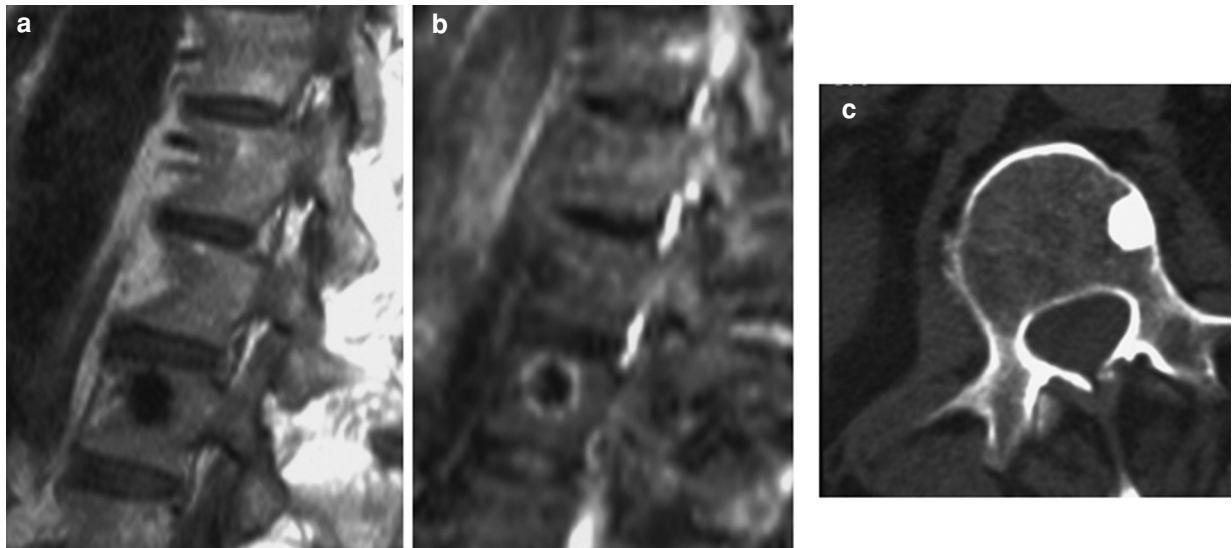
Enostose vertébrale atypique. (a) Coupe sagittale T1 et (b) densité avec annulation du signal de la graisse de la colonne lombaire d'un patient avec cancer du poumon. Visualisation d'une zone de signal très faible en pondération T1 présentant en STIR un centre de signal faible et une périphérie de signal modérément élevé. (c) Coupe tomодensitométrique démontrant un aspect compatible avec celui d'un îlot compact. La scintigraphie osseuse (non montrée) était normale. Absence d'évolution au suivi. Rarement, l'énostose vertébrale présente une périphérie en hypersignal relatif sur les séquences STIR. Cet aspect est généralement observé en cas de métastase condensante et doit être considéré comme rare dans le cas d'énostose.
